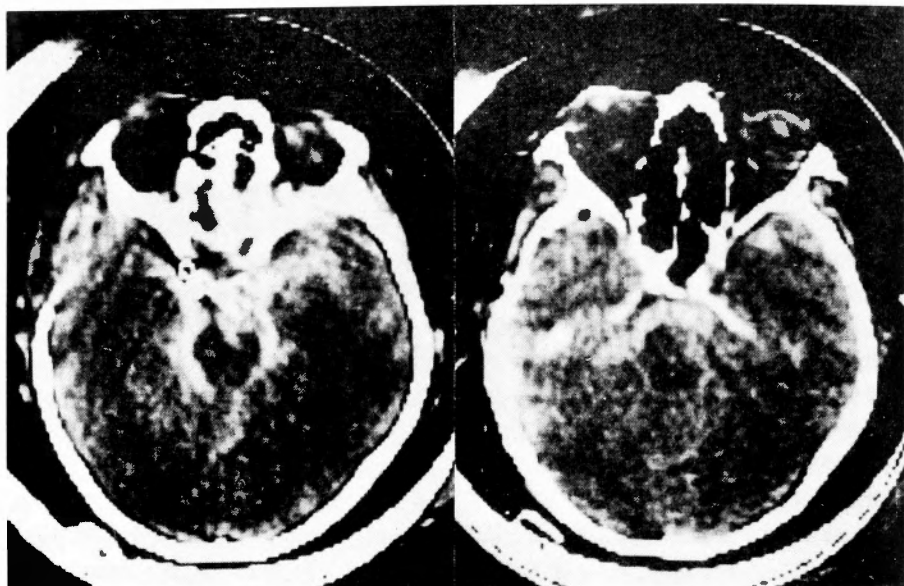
同患者生前のCTスキャン. high density によって示される血腫は脳幹周囲をとりまいており、トルコ鞍上大槽、シルヴィウス溝にも存在する. この例は1時 Hunt. Hess の grade 2 まで回復したが除々に神経症状が悪化し死亡した.
